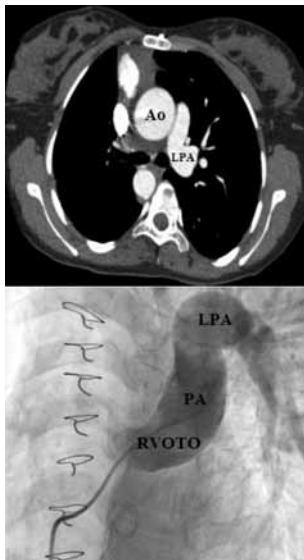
Axial Contrast CT image (a) and Pulmonary arteriography (b) showing absent right pulmonary artery, the enlargement of the pulmonary trunk and left pulmonary artery.
